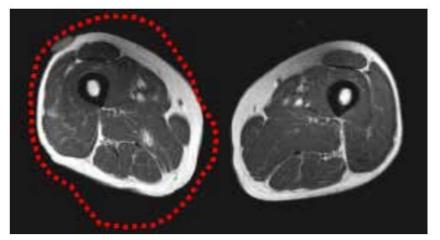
Resonancia magnética de la mitad del muslo que muestra a un hombre de más de 65 años con sarcopenia, en comparación con la figura 10. Fuente Wackerhage H, Sarcopenia: Causas y tratamientos, Dtsch Z. Sportmed, 2017;68: 178-184
